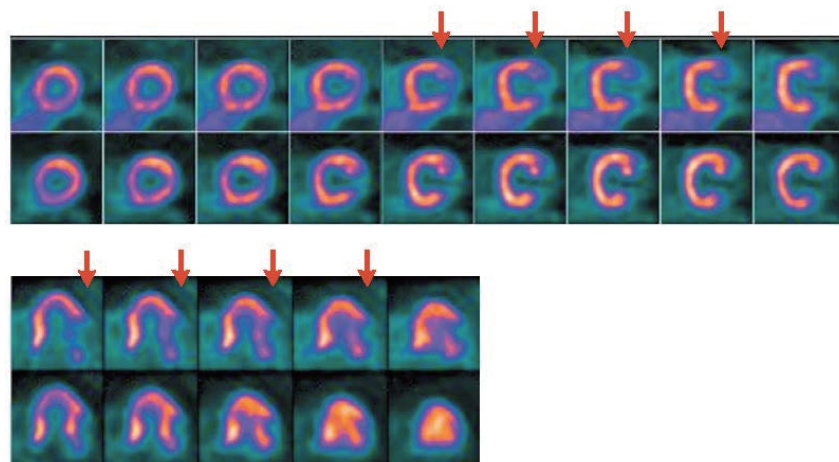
¹⁸F-FDG-PET CT画像。貫壁性の灌流欠損が見られる。
